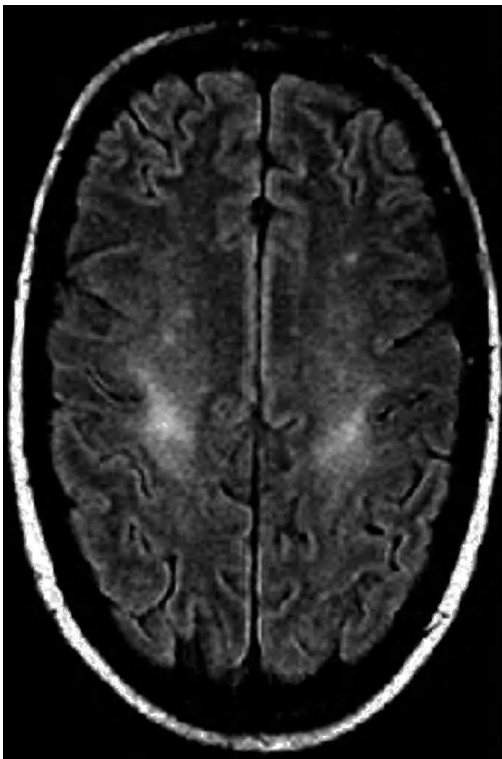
Resonancia magnética cerebral obtenida con secuencia T2-FLAIR que muestra un incremento de la señal a lo largo de la vía corticoespinal, que corresponde a la primera motoneurona de la vía motriz voluntaria.
